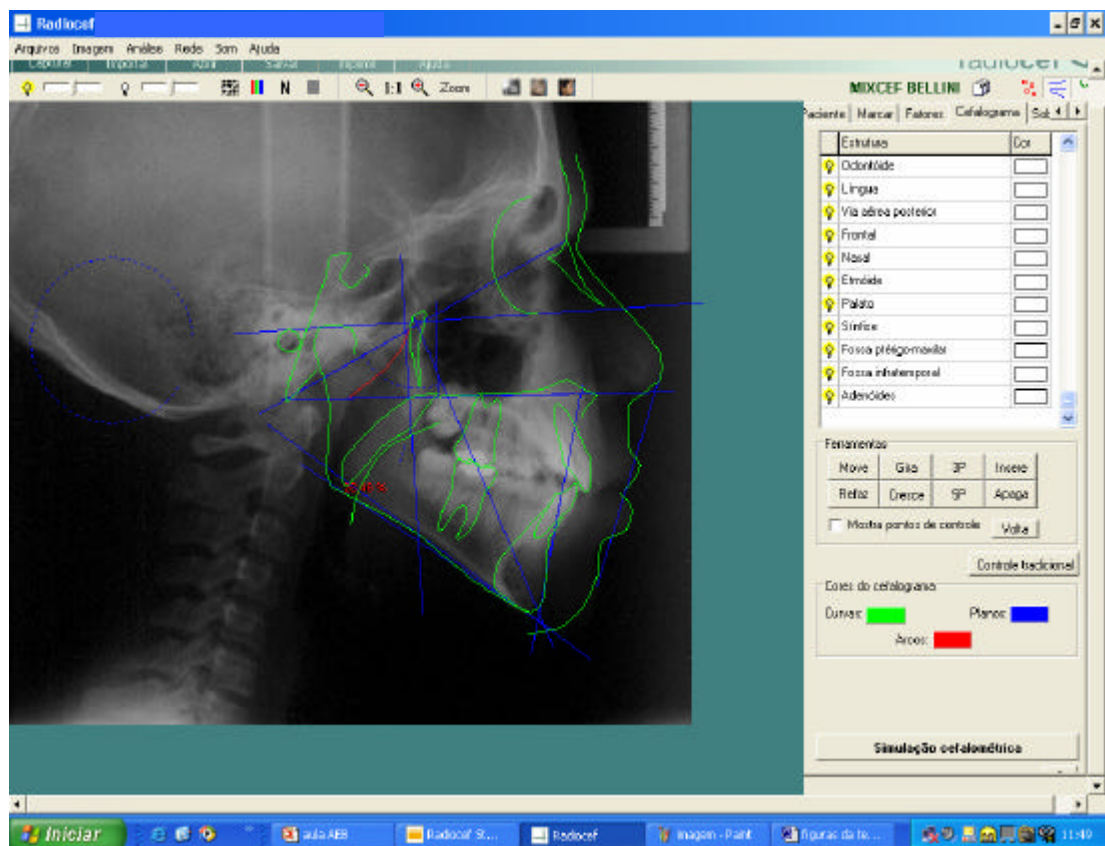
Telerradiografia cefalométrica lateral com traçado cefalométrico computadorizado MIXCEF Bellini - Software Radiocef Radiostudio(Radiomemory, Belo Horizonte, Brasil)
